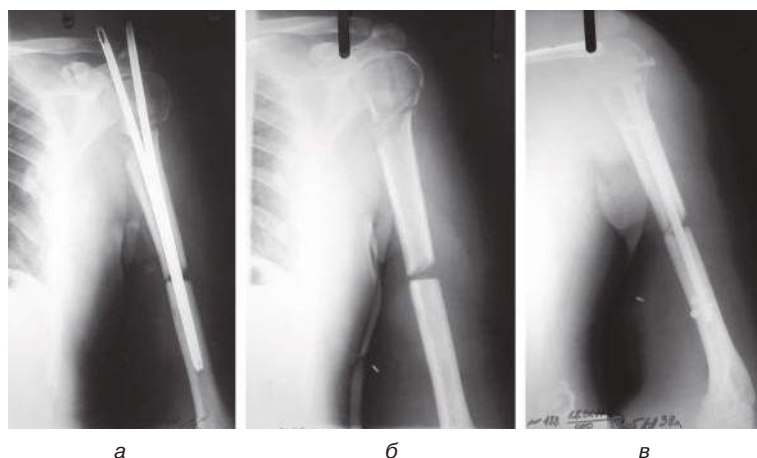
Рентгенограммы левого плеча пострадавшего Ч. а – остеосинтез двумя стержнями ЦИТО; б – 76-е сутки после реплантации, стержни удалены; в – интрамедуллярный динамический остеосинтез гвоздем с блокированием, 80-е сутки после реплантации.
